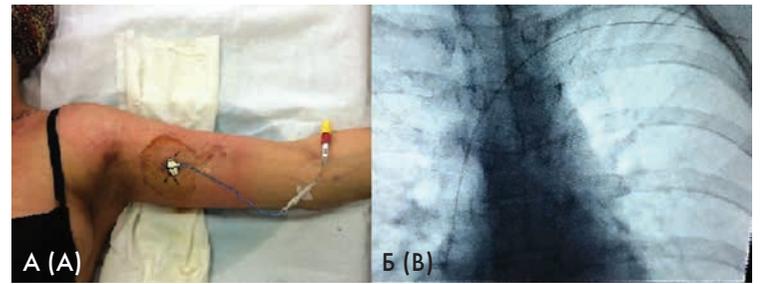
ПИЦВК, установленный больной болезнью Виллебранда. А — внешний вид; Б — вид при рентгеноскопии.
